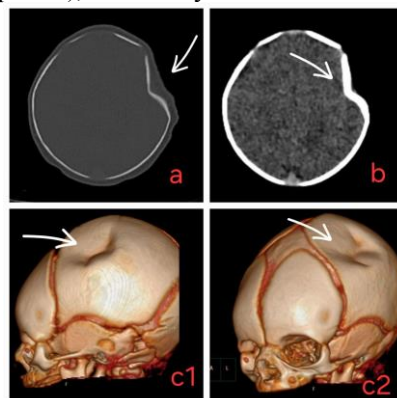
КТ (a,b) головного мозга и 3D-реконструкция черепа (c1,c2) на 12-й день жизни. Белые стрелки показывают депрессивный перелом левой теменной кости.
